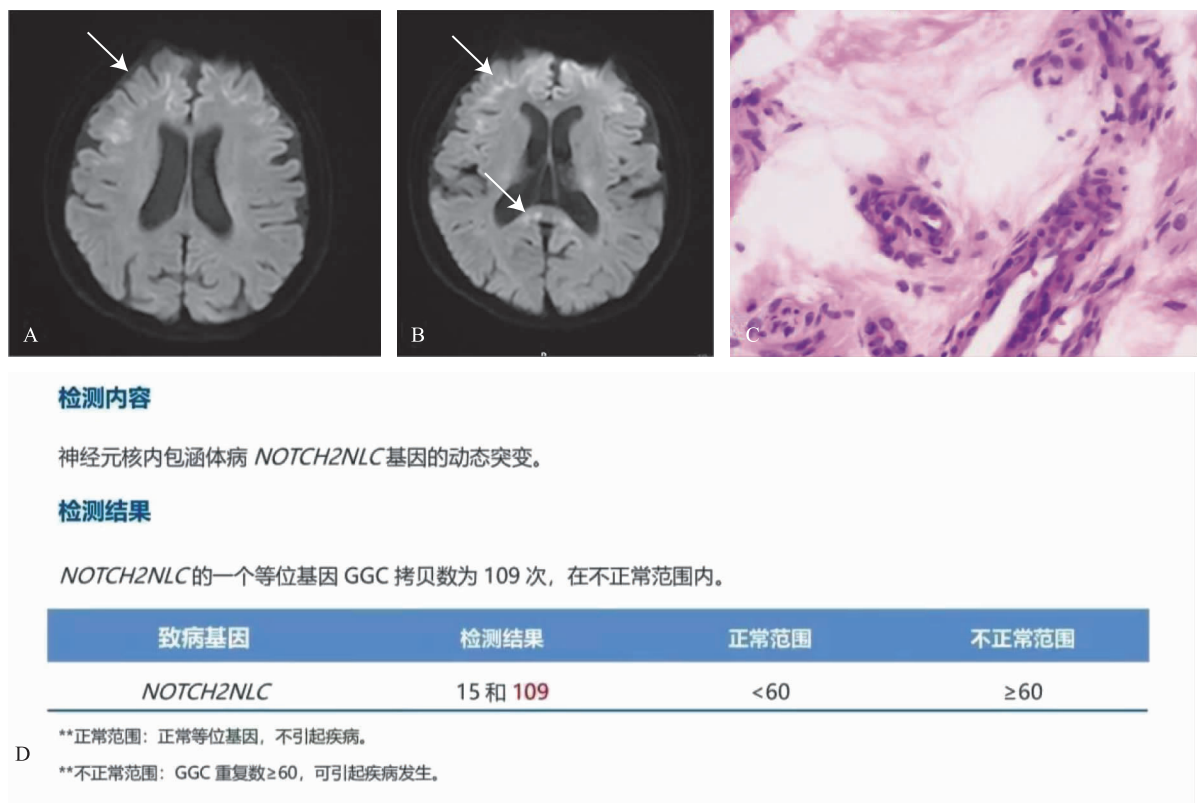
A,B 为颅脑 MRI 的 DWI 示双侧额叶皮层下及胼胝体压部多发斑片状及条状高信号(箭头所示);C 为皮肤活检示(左侧脚踝)活检组织中血管平滑肌组织及汗腺导管上皮查见核内包涵体;D 为 NOCTH2 基因检测示 NOTCH2NLC 的 1 个等位基因 GGC 拷贝数为 109 次,不在正常范围内
